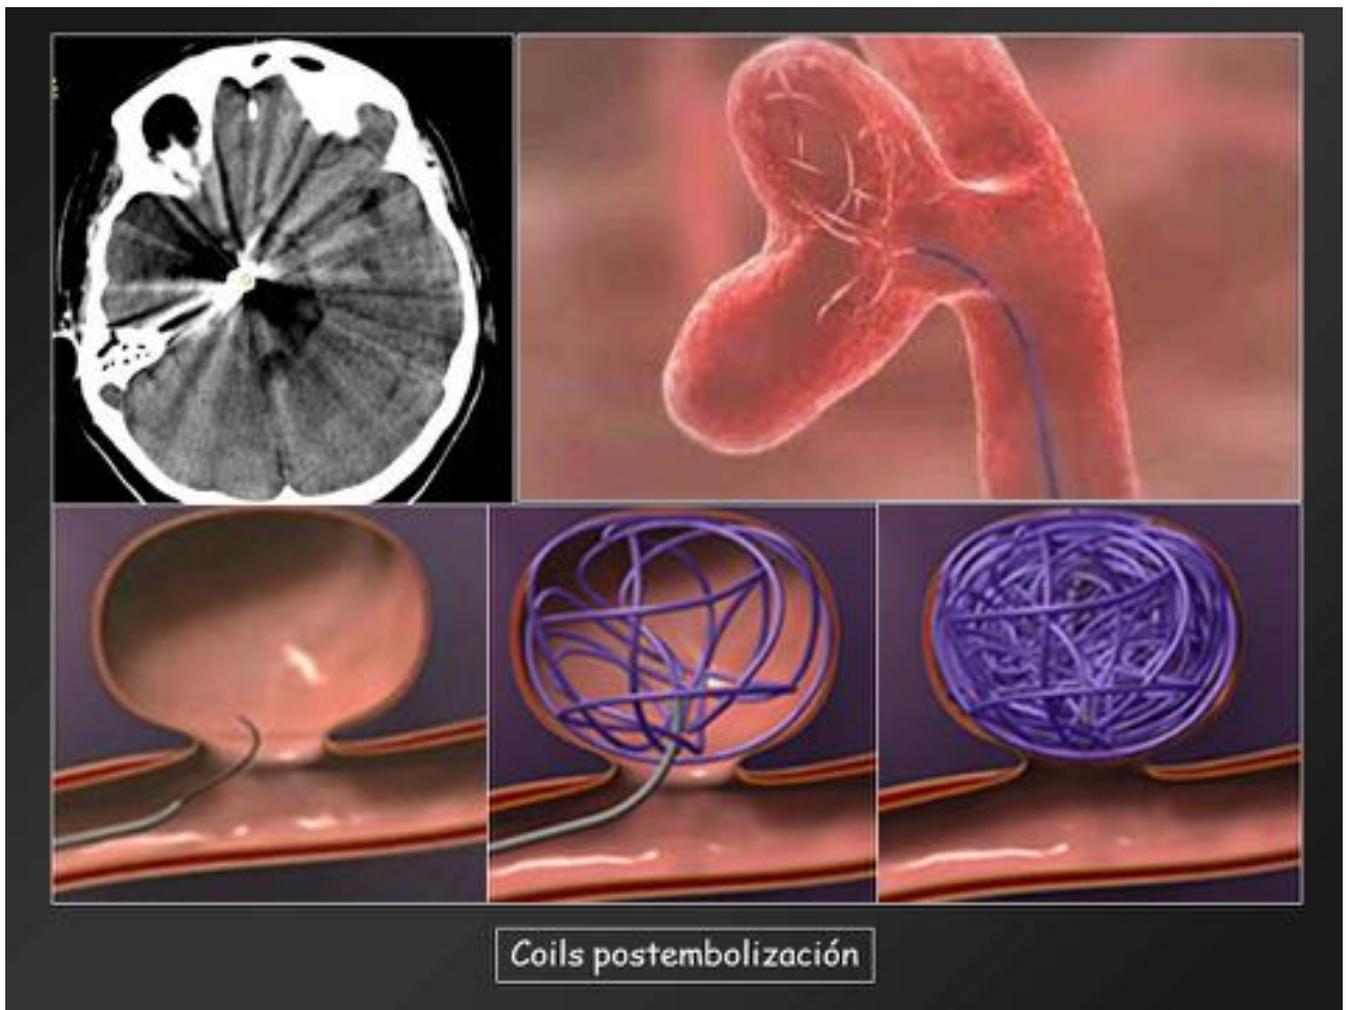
Coils postembolización (dispositivos RM compatibles)
